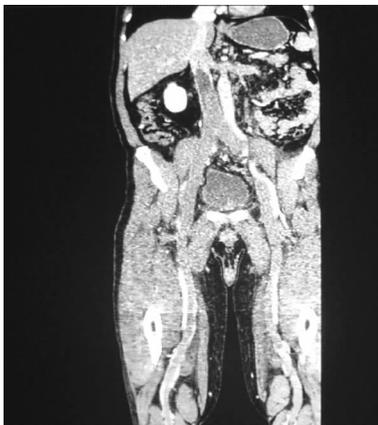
CT 示下腔静脉、双侧髂静脉和股静脉血栓形成
